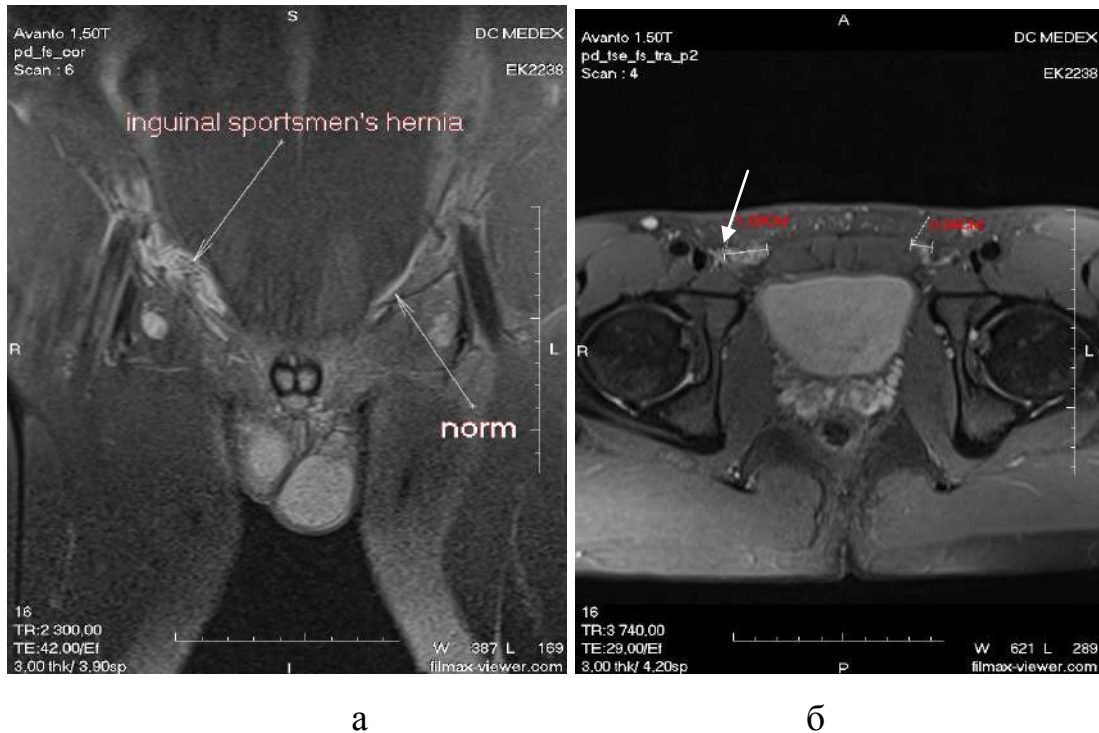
МРТ картина правобічної «кили спортсмена»: а – фронтальний зріз;
